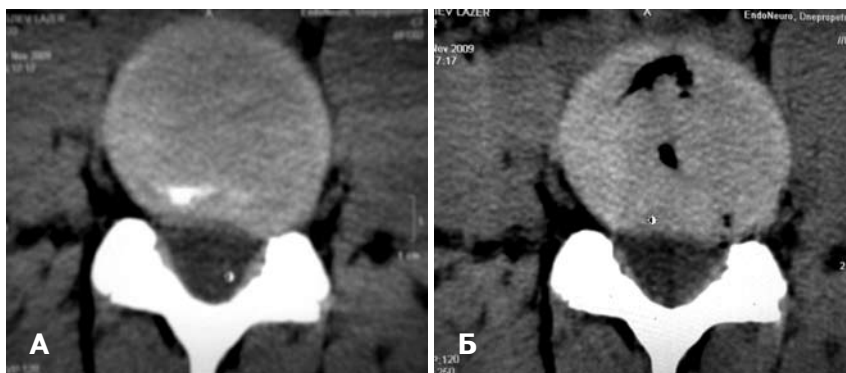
Компьютерная томограмма. Варианты расположения иглы в диске. А — в основании грыжевого выпячивания; Б — в центре студенистого ядра.
